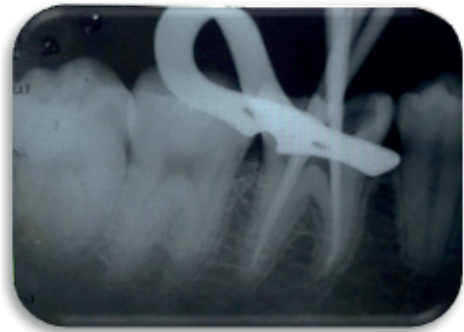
Radiografia prova do cone de guta-percha Wave One® elemento 46
